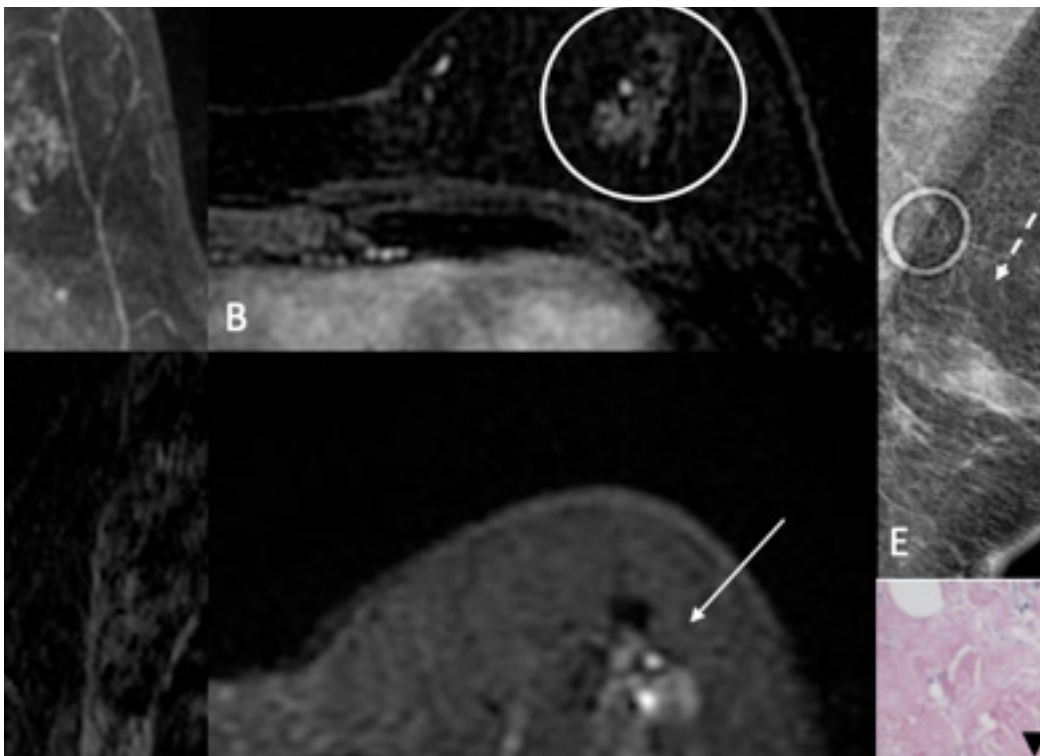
Imagens de RM de mamas realizado devido a assimetria na mama esquerda vista na mamografia (seta pontilhada - Fig. III-E). A RM de mamas evidenciou um realce não nodular focal localizado no quadrante íferomedial da mama esquerda (3D MIP - Fig.III-A), com padrão de realce heterogêneo e progressivo ao meio de contraste paramagnético (sequência T1 pós-contraste terceiro tempo da fase dinâmica com subtração, axial e sagital - Figs. III-B e III-C), e apresentava algumas áreas císticas hiperintensas em T2 de permeio (seta, T2 STIR - Fig.III-D). A análise histológica evidenciou PASH demonstrando uma rede de fendas vazias com proliferação de miofibroblastos (cabeça de seta - Fig.III-F), além de alterações císticas com metaplasia apócrina.
